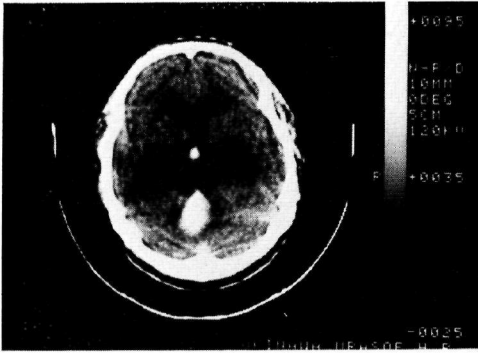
CT scan (10. Oct.)
